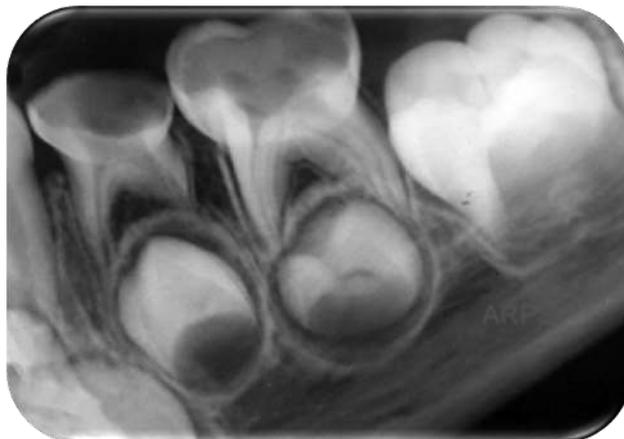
Radiografía periapical (dentición mixta) (15)
